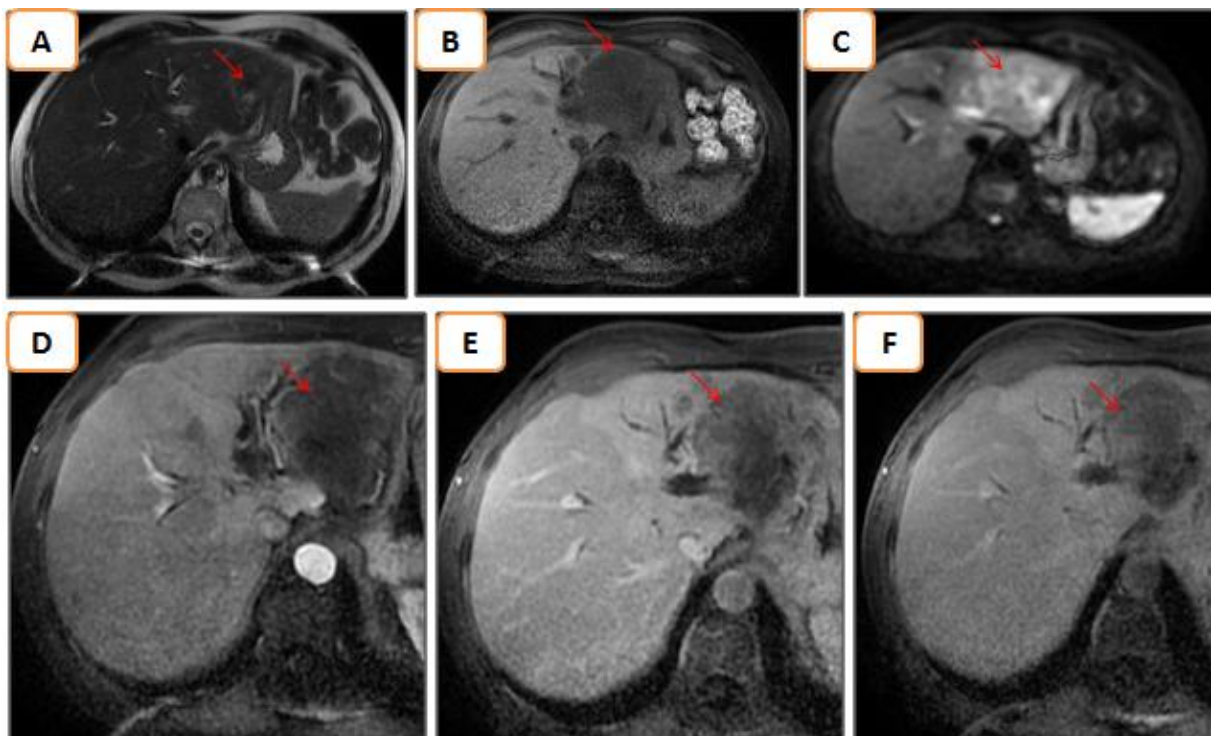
A l'IRM, plage infiltrative en hyposignal T1(A), hypersignal T2(B), restrictive à la diffusion(C), avec prise de contraste lente, progressive et hétérogène (D, E et F) :
